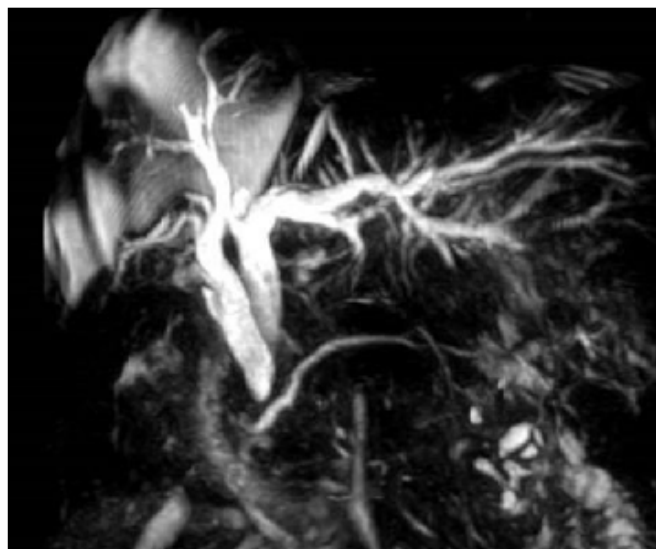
Imagen obtenida mediante Colangio-RMN.
